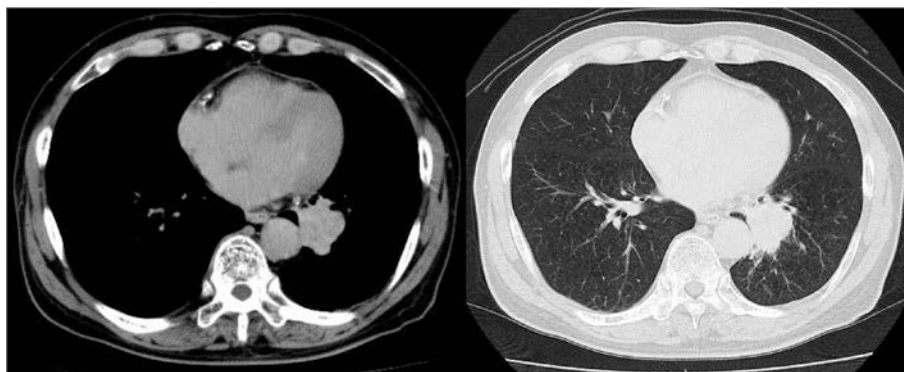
Contrast-enhanced chest computed tomography showed a mass shadow in the lower lobe of the left lung. Diffuse emphysema was observed in both lung fields.
